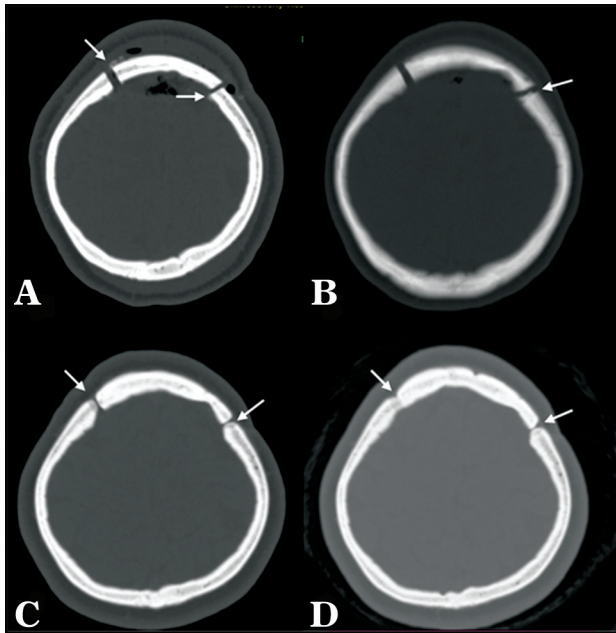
Компьютерная томограмма черепа в аксиальной плоскости после костно-пластической трепанации черепа в лобной области с использованием костно-пластического материала: А – через 1 неделю после операции: прослеживается КПП по краям уложенного костного лоскута (стрелки), с послеоперационными включениями газа; В – через 3 месяца после операции: края костного лоскута и опилов сохраняют прежнюю конфигурацию, отмечаются начальные признаки остеогенеза в виде появления шпиговидного участка новообразованной костной ткани по краю опилов (стрелка); С – через 6 месяцев после операции: стрелками показано появление новообразованной костной ткани по краям лоскута и опилов со скруглением их контуров и уменьшением диастаза; D – через 15 месяцев после операции: продолжение остеогенеза с уменьшением диастаза (справа) и участком полной консолидации (слева)
